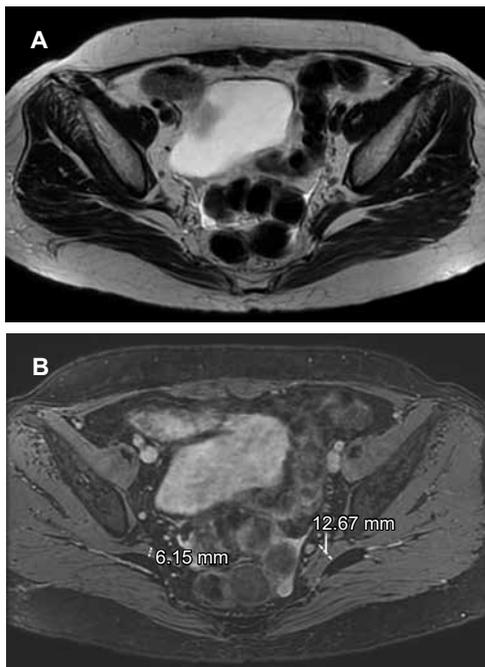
RM pelvis. A) Axial T2 *propeller*. Asimetría de los músculos piriformes. Se observa más engrosado el del lado izquierdo. B) Axial 3D COSMIC ASPIR. Medidas de los músculos piriformes.
